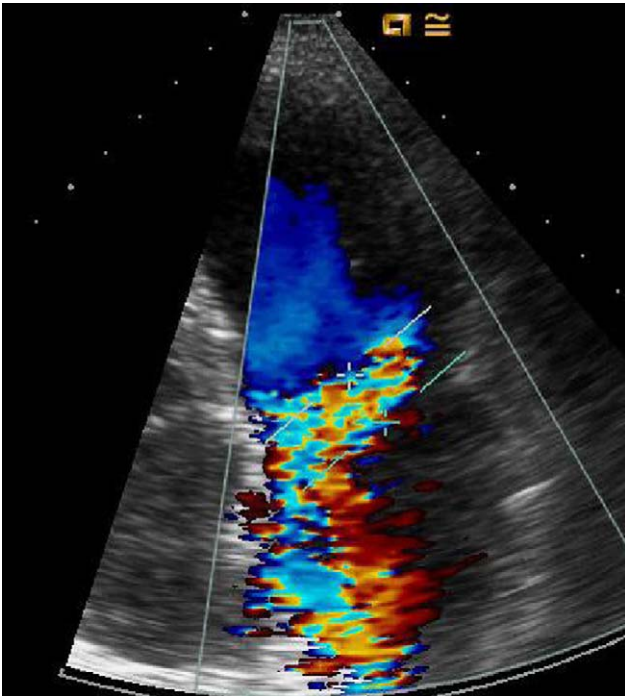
Imagen ecocardiográfica, plano apical 4 cámaras. Se observa una insuficiencia mitral aguda, tras ruptura espontánea de una cuerda tendinosa, como complicación de una neumonía. Vena contracta de 1 cm. En la cirugía de implante de prótesis mitral se evidenció la ausencia de endocarditis. La coronariografía confirmó la normalidad de las arterias coronarias epicárdicas.
